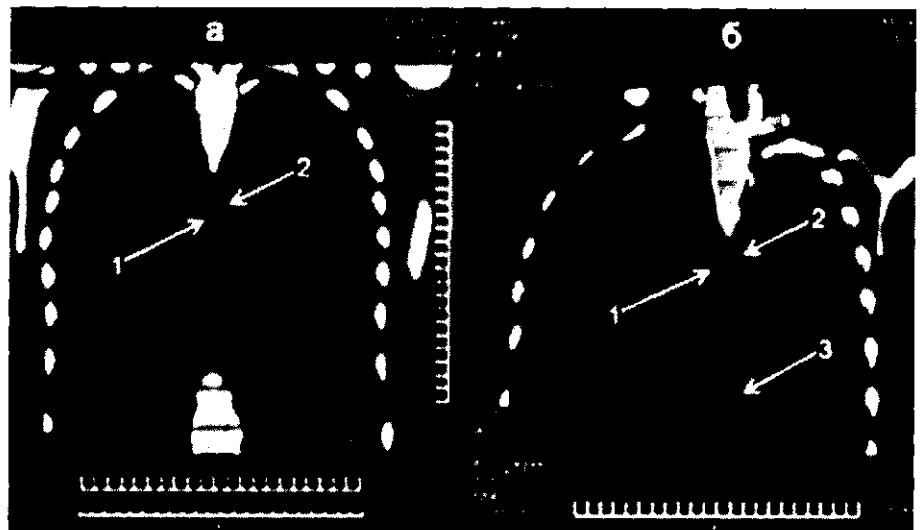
Спиральная КТ грудной полости (продольный срез).
